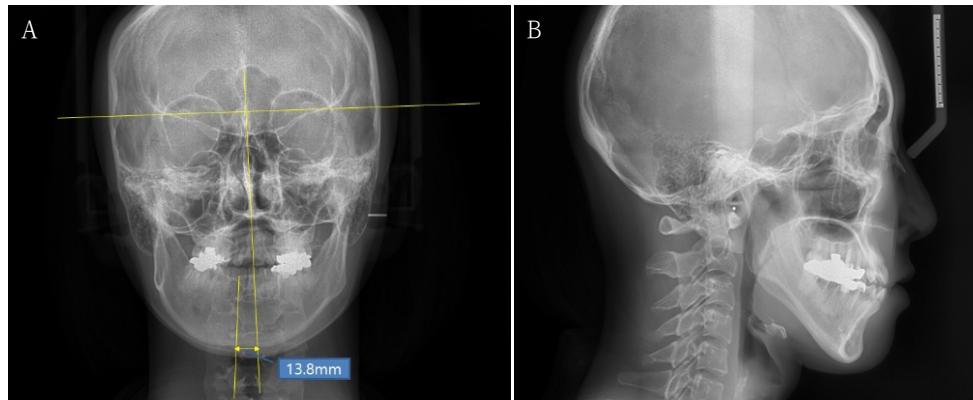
Cephalometric radiographs. A. Postero-anterior radiograph. B. Lateral radiograph.
